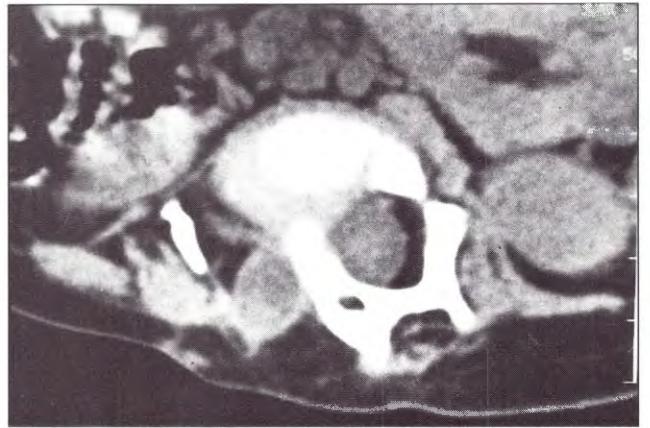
Caso 2. TC. en Hemi-MC
